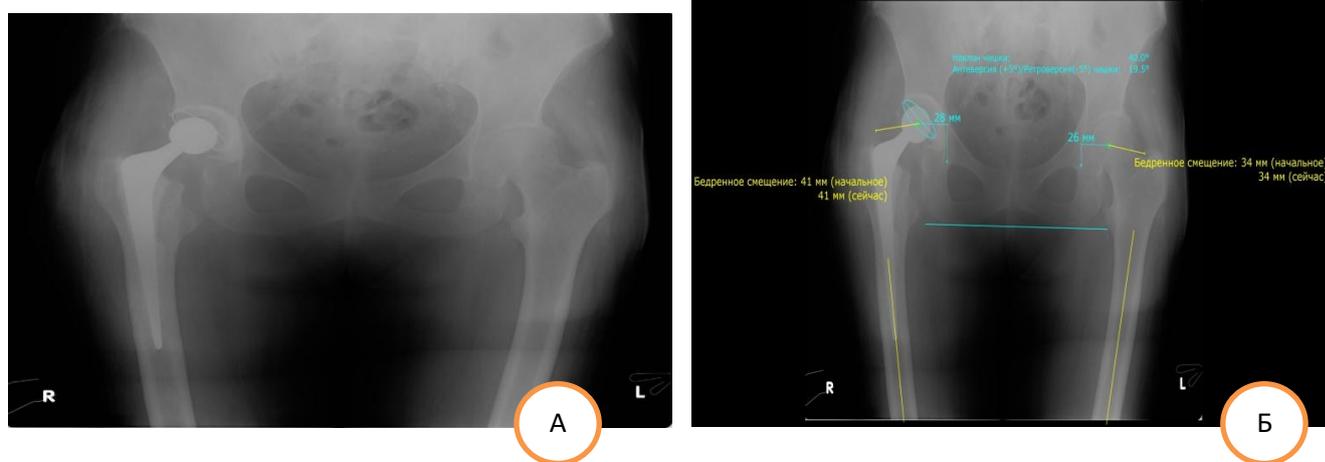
Результаты эндопротезирования: А - после операции; Б – оценка послеоперационных рентгенограмм
